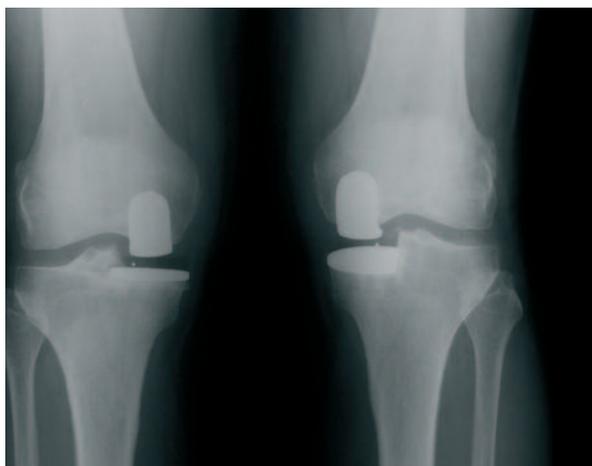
Proiezione radiografica anteroposteriore di ginocchio bilaterale con artroprotesi monocompartimentale.
